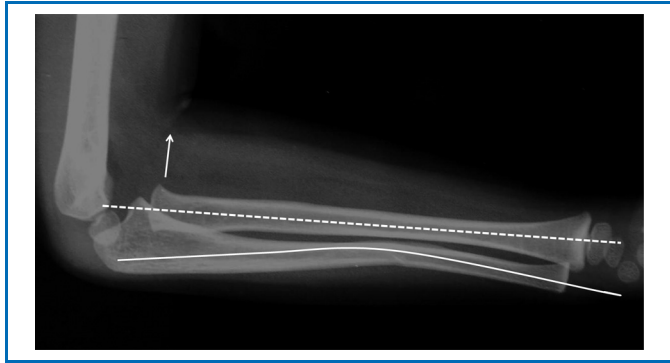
Radiographie de l'avant-bras de profil : lésion de Monteggia. Déformation plastique de l'ulna entraînant une luxation antérieure de la tête radiale (flèche) et ligne de Storen passant en avant du capitulum.
